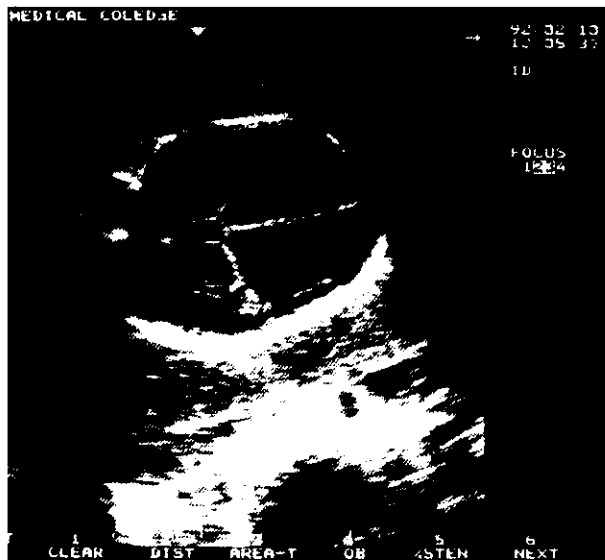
超音波診断における出生前診断（脊髄々膜瘤に併発した水頭症）
